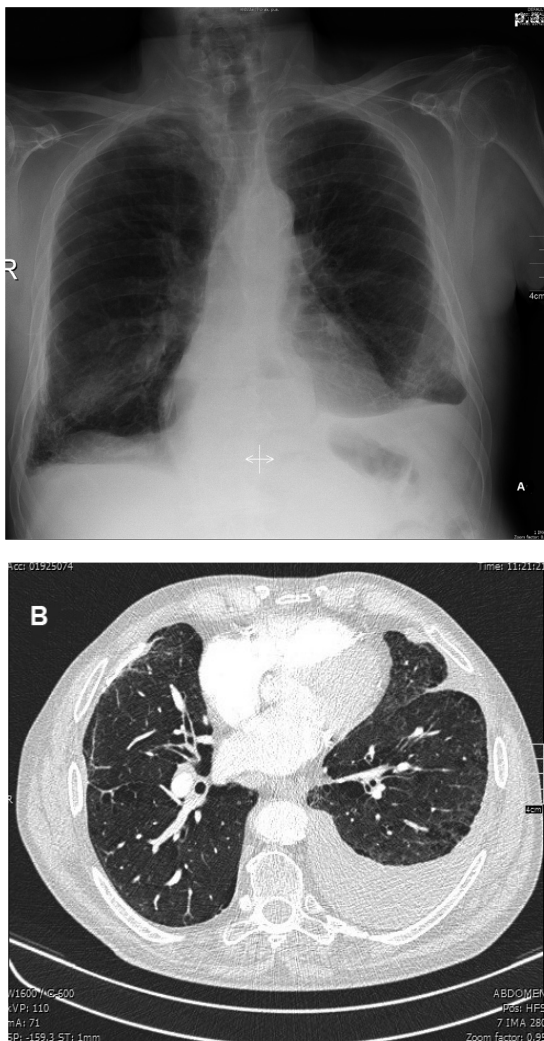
Radiographie thoracique standard de face (1A) et tomodensitométrie thoracique (1B) objectivant un épanchement pleural gauche et des remaniements broncho-emphysémateux.
